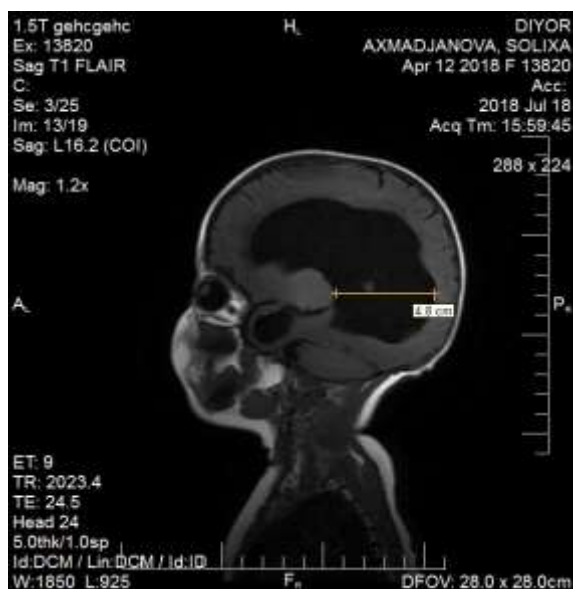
Ребенок А., 3 месяца, и/б №3626/708. До операции на МРТ определена тяжелая степень гидроцефалии (ТОД = 4,8 см)
